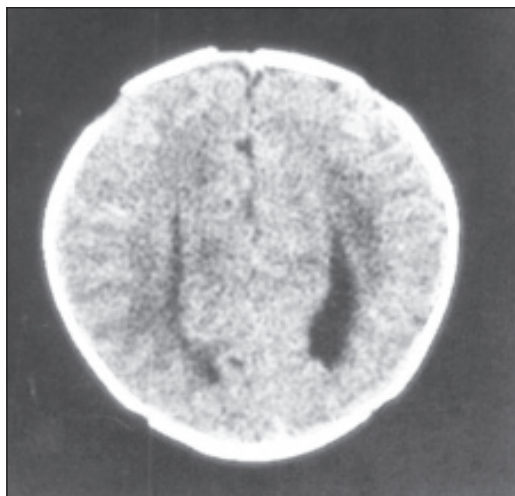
Компьютерная томограмма головного мозга. Агенезия мозолистого тела
